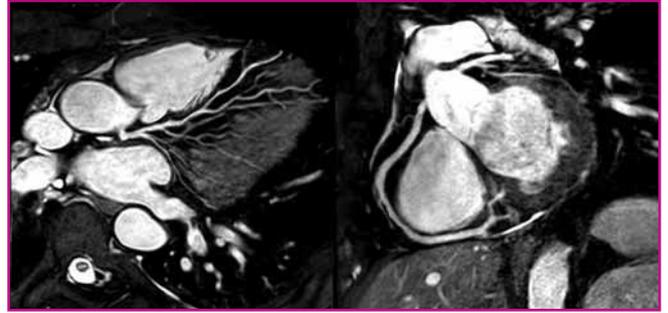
IRM coronaire cœur entier en respiration libre, chez un sujet indemne de lésions coronaires.
